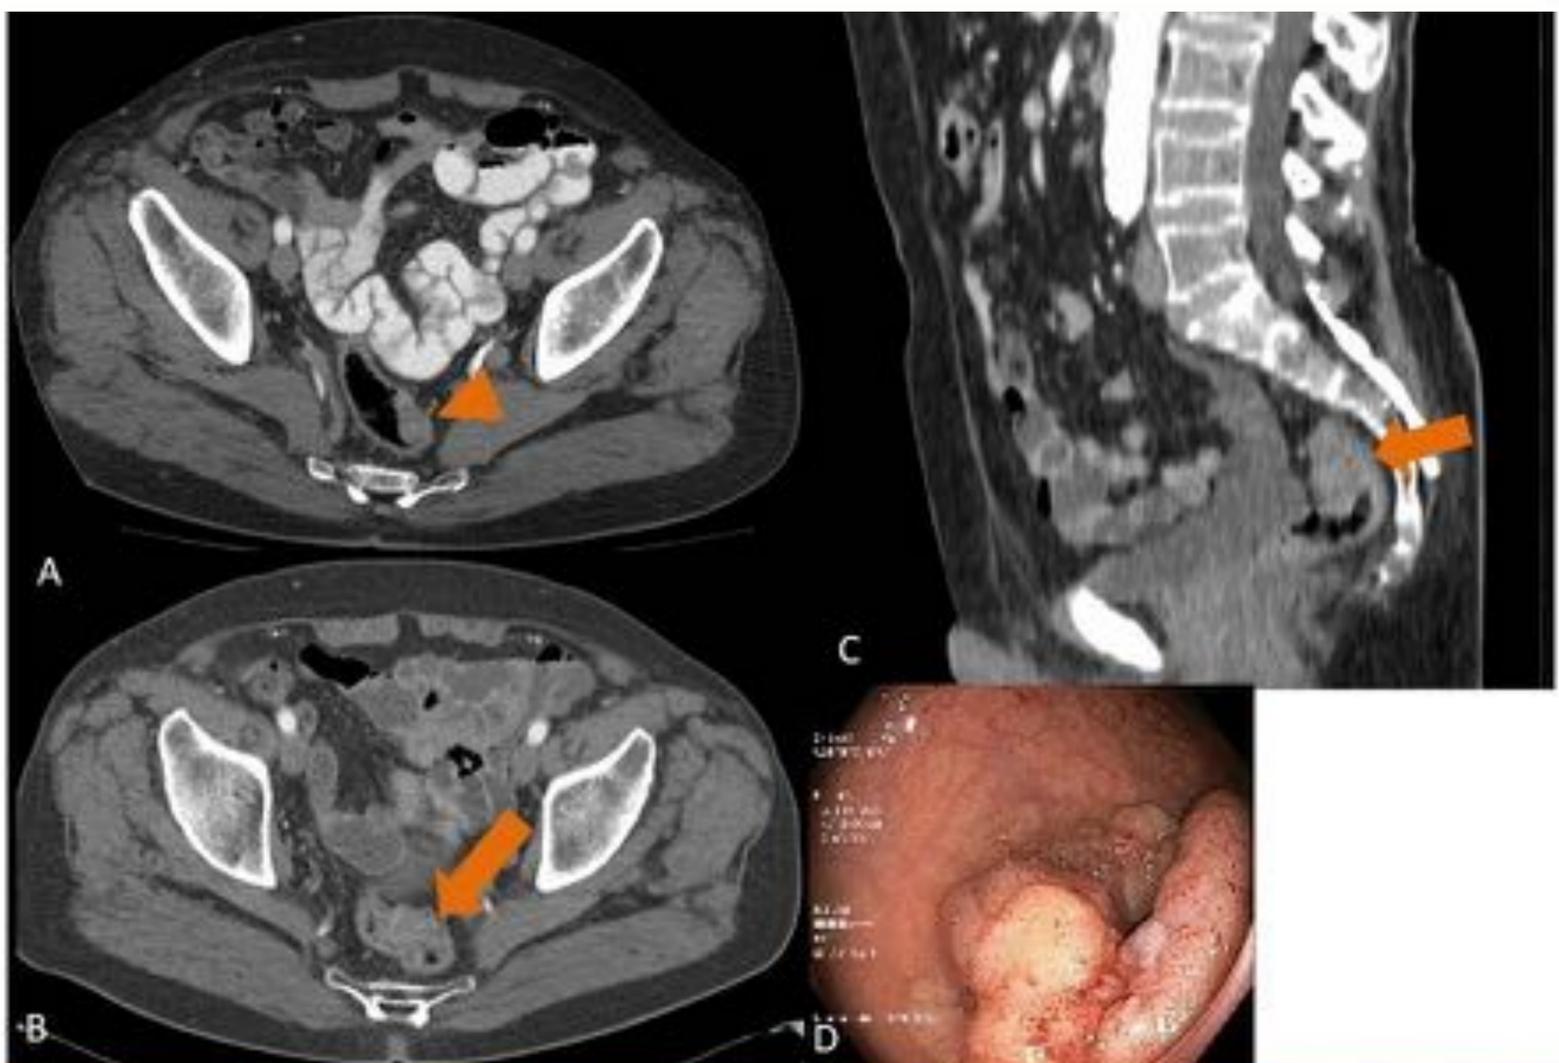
Paciente de 76 años con colectomía por adenocarcinoma, se realiza TC de control y se compara con estudios previos. En el estudio previo, A, no se identificó el pólipo en colon transversal, distal a la anastomosis, probablemente al ser considerado como heces. En el estudio actual la proyección axial, B, y la coronal, C, muestran el pólipo (*flecha*) contactando con la pared intestinal mediante un pedículo (*cabeza de flecha*), rodeado de contraste oral, facilitando el diagnóstico el defecto de opacificación. En la colonoscopia, D, se resecó y el diagnóstico fue benigno (un pólipo hiperplásico).
